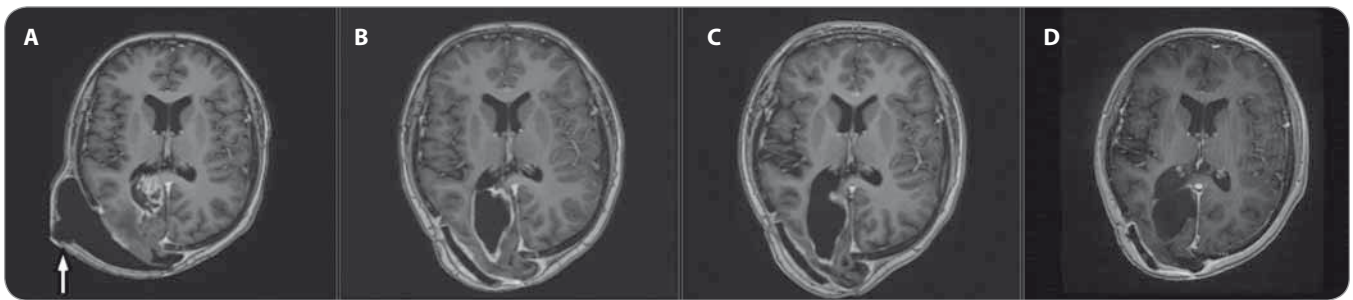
MRI, T1 vážené obrazy s kontrastem – solidně-cystický tumor supratentoriálně vpravo v trigonu pravé postranní komory, sytící se solidní složka.
